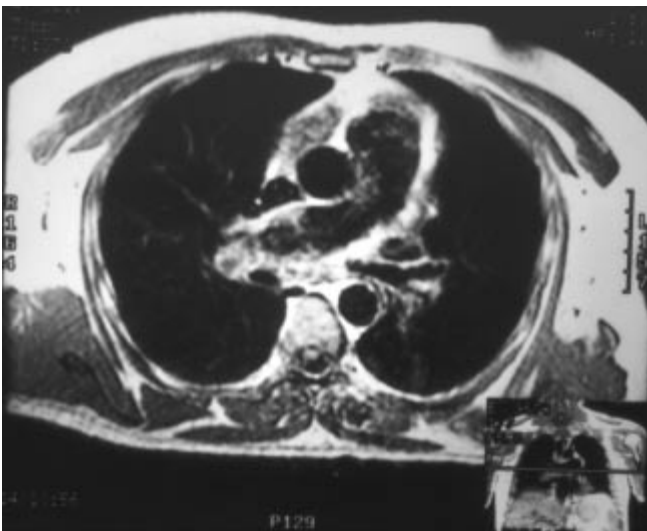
IRM sin trombos centrales ni trombos periféricos corte axial.
